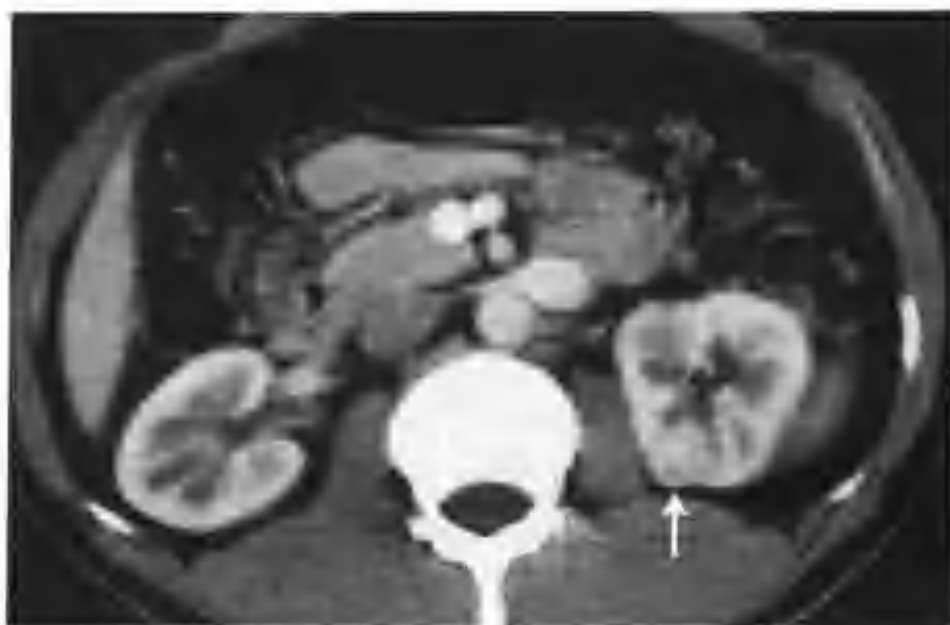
左肾透明细胞癌 (与图 2-1-1 为同一病例, 增强扫描皮质期左肾中极见一个 $1.5\text{cm} \times 1.5\text{cm}$ 的病灶 (箭头), 全瘤范围结节状明显强化, CT 值 135HU, 接近正常肾皮质强化程度)
